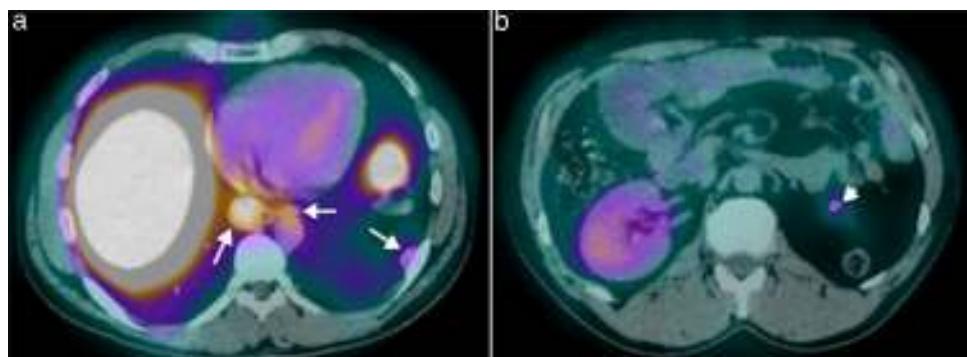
Cortes axiales de SPECT/CT con tecnecio 99m sulfuro coloidal, que demuestra la captación elevada del trazador por parte de los nódulos pleurales (flechas en a). Además, se identifica captación elevada del radiofármaco por parte del esplénulo localizado en fosa renal izquierda (punta de flecha en b).
